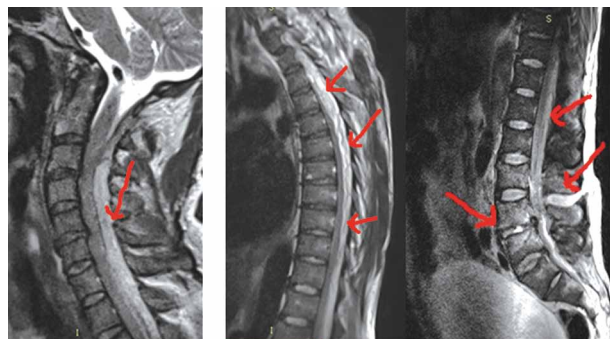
МРТ позвоночника пациента М., до операции (стрелками указан СЭА).
